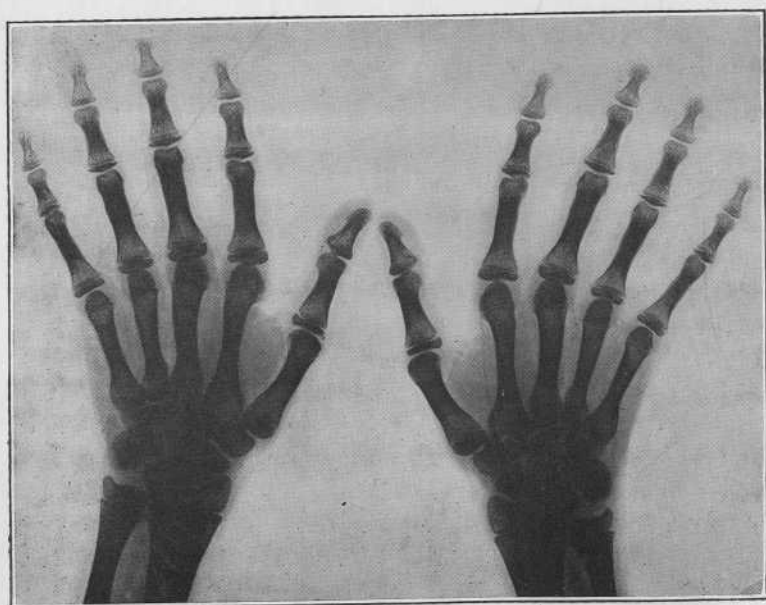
RADIOGRAPHIE DES MAINS DE LESCOUBLED (FÉVRIER 1914).
